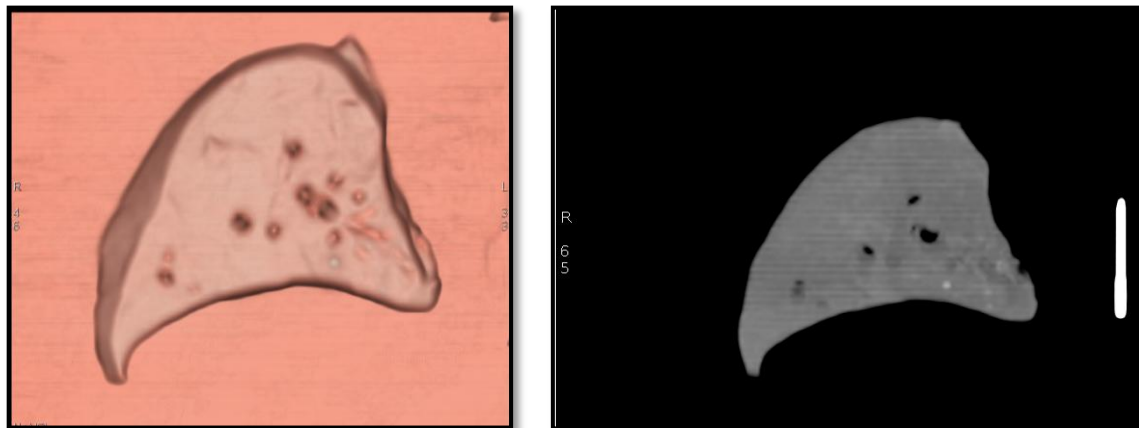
Imagen VR (izquierda) y TC coronal (derecha) de una muestra pulmonar
